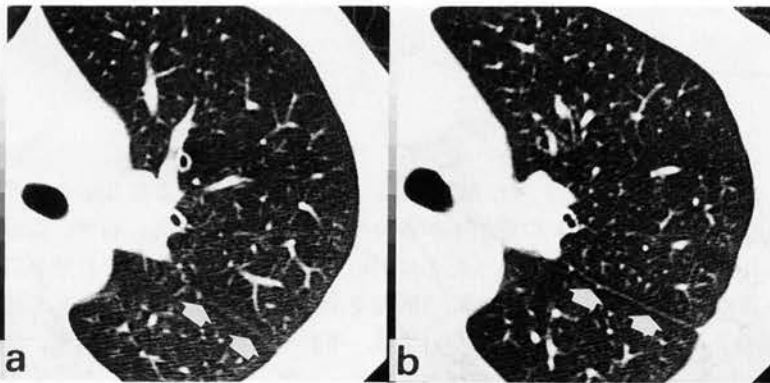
Left major fissure at carina level on thin-section high resolution CT
